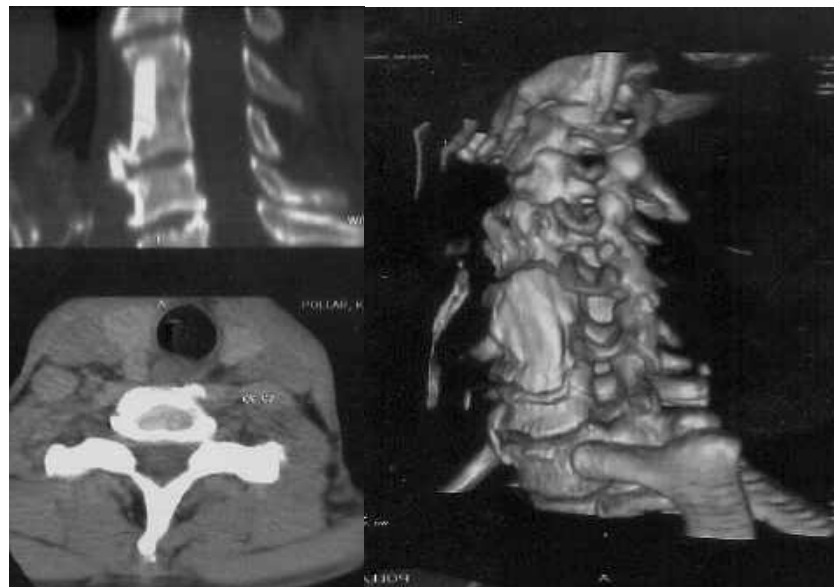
Спостереження №157, пацієнт К-ов, 35 років, історія хвороби №6355. Спіральна комп'ютерна томографія, скани в аксіальній і сагітальній проекціях, 3-Д реконструкція шийного відділу хребта після кісткового аутокорпозезу сегмента С₄-С₅ з формуванням кісткового блоку через 3 роки після травми і оперативного втручання. Міжхребцевий остеохондроз сегментів С₅-С₆, С₆-С₇, деформуючий спондильоз сегментів С₃-С₄, С₅-С₆.
